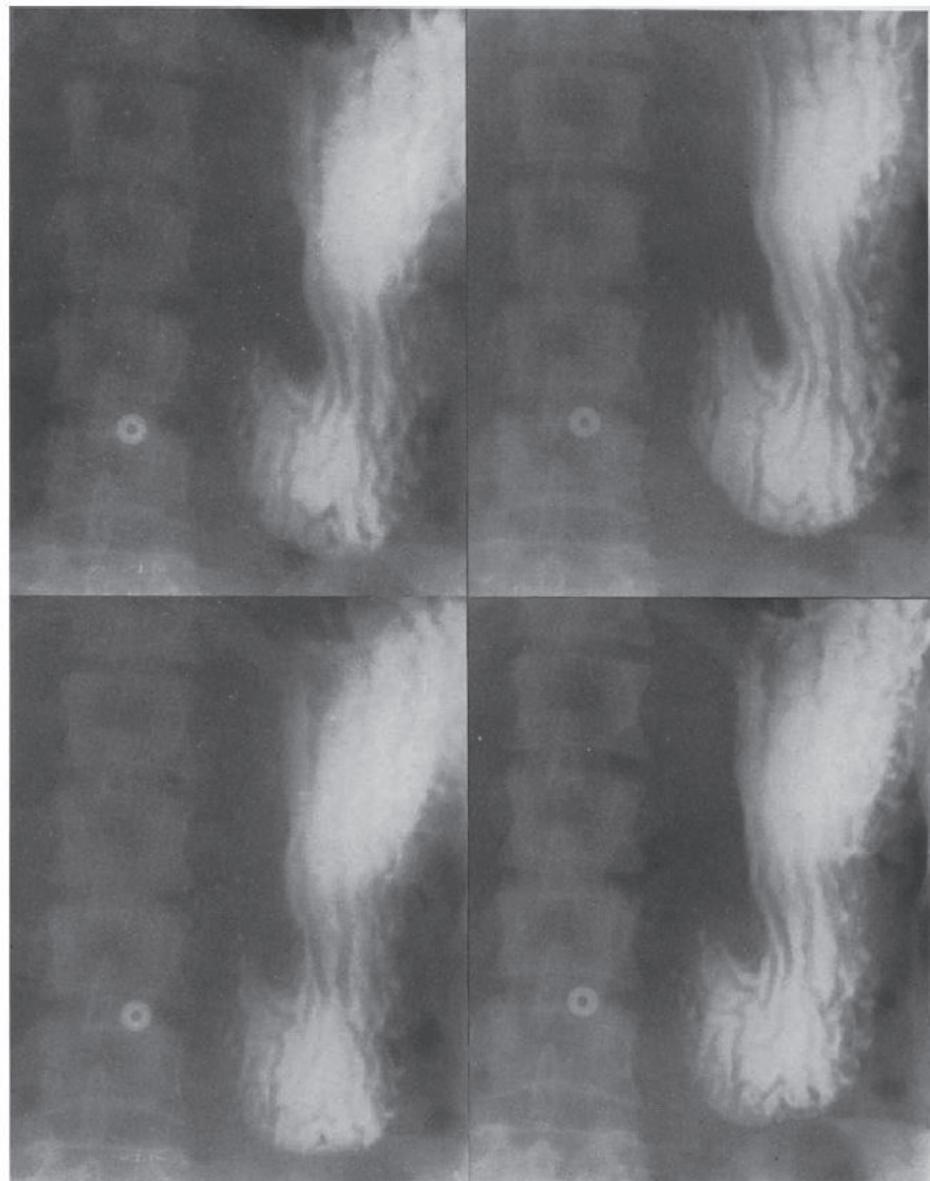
図7に示した特殊撮影法による連続X線撮影. 蠕動運動を除けば粘膜ヒダは一定の位置にある.
